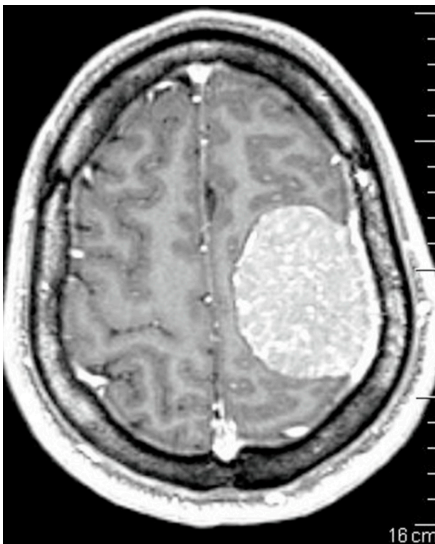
IRM en séquence T1 après injection de produit de contraste. Tumeur extra parenchymateuse, bien délimitée, fronto pariétale gauche, à contact méningé, avec un épaissement de la dure-mère et un fort rehaussement post-injection (17)
